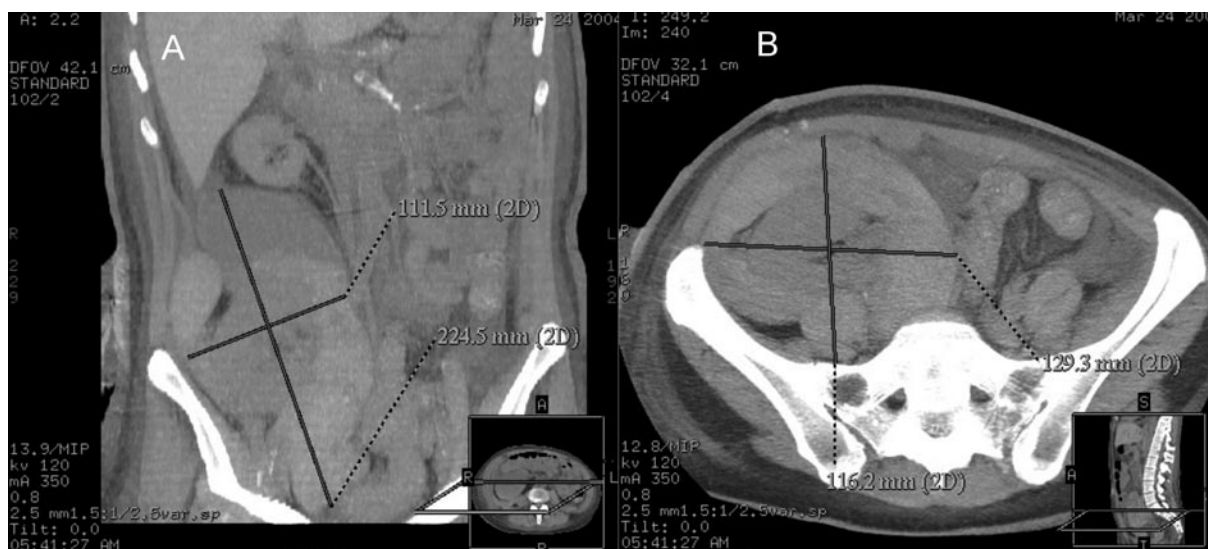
CT without contrast enhancement: reconstructions in the frontal (A) and axial (B) planes. Large subcapsular hematoma surrounding renal graft, with heterogeneous, mostly high, density.
